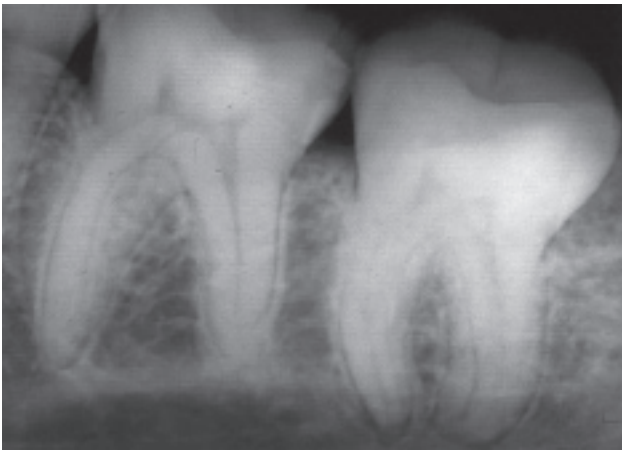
Прицельная рентгенограмма нижних моляров.
